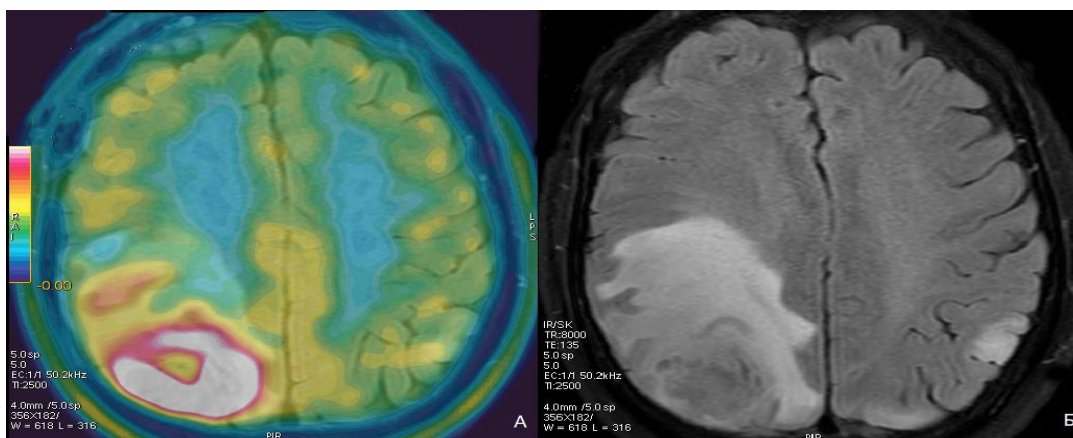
Пациентка Ф., 35 л., наблюдение 84, (№ И/б: 26721-15). ПЭТ-КТ с метионином, совмещенное с МРТ
